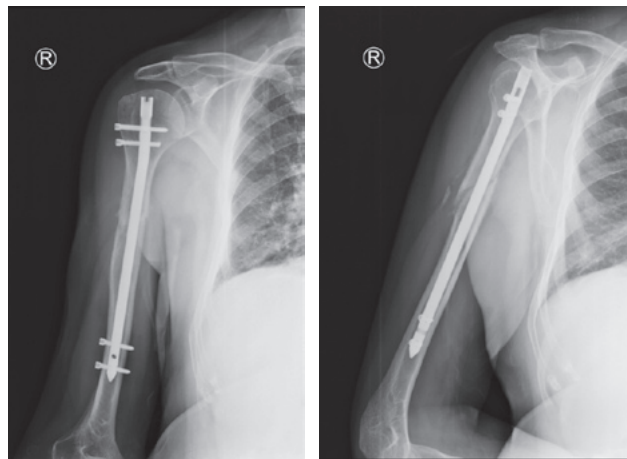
Рентгенограммы пациента М., прямая и боковая проекции. Остеосинтез правой плечевой кости блокируемым штифтом. Положение отломков и имплантата удовлетворительное
